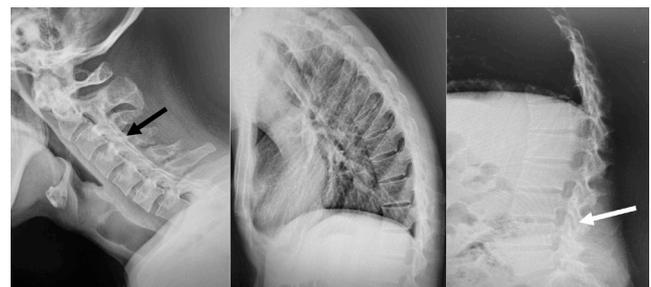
Radiografía lateral de columna. a. columna cervical, se observa fusión de la inter facetarias (flecha negra); b. columna dorsal; c. columna lumbar, se observa fusión de la inter facetarias (flecha blanca).
